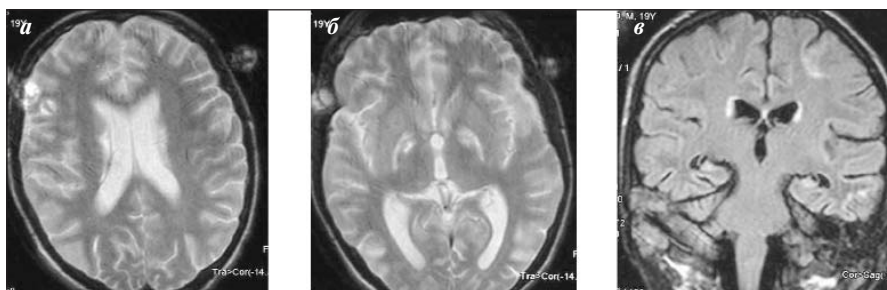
МРТ больного М., 19 лет, ПЭ. а–в — подострый период
